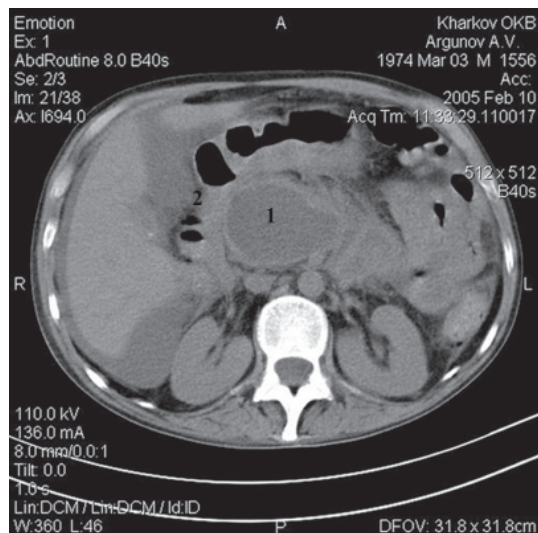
Спиральная компьютерная томография больного А. с хроническим панкреатитом. Псевдокиста поджелудочной железы (1) и двенадцатиперстная кишка (2)
